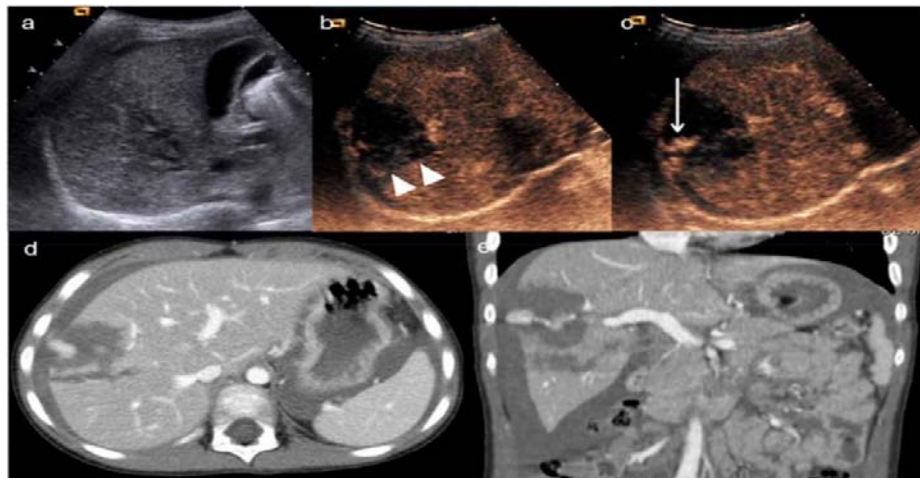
(a-b-c) : Images d'échographie hépatique (a) L'échographie de base montre uniquement une inhomogénéité de l'échostructure sur le segment hépatique VII; L'échographie à contraste amélioré (b - c) met en évidence une lacération et un hématome parenchymateux (têtes de flèches) touchant la capsule hépatique avec bulles hyperéchogènes indiquant un saignement actif (flèche blanche); (d) tomodensitométrie axiale et (e) reconstruction coronale confirme l'atteinte de la capsule de Glisson et le saignement actif dans la cavité péritonéale [88].
